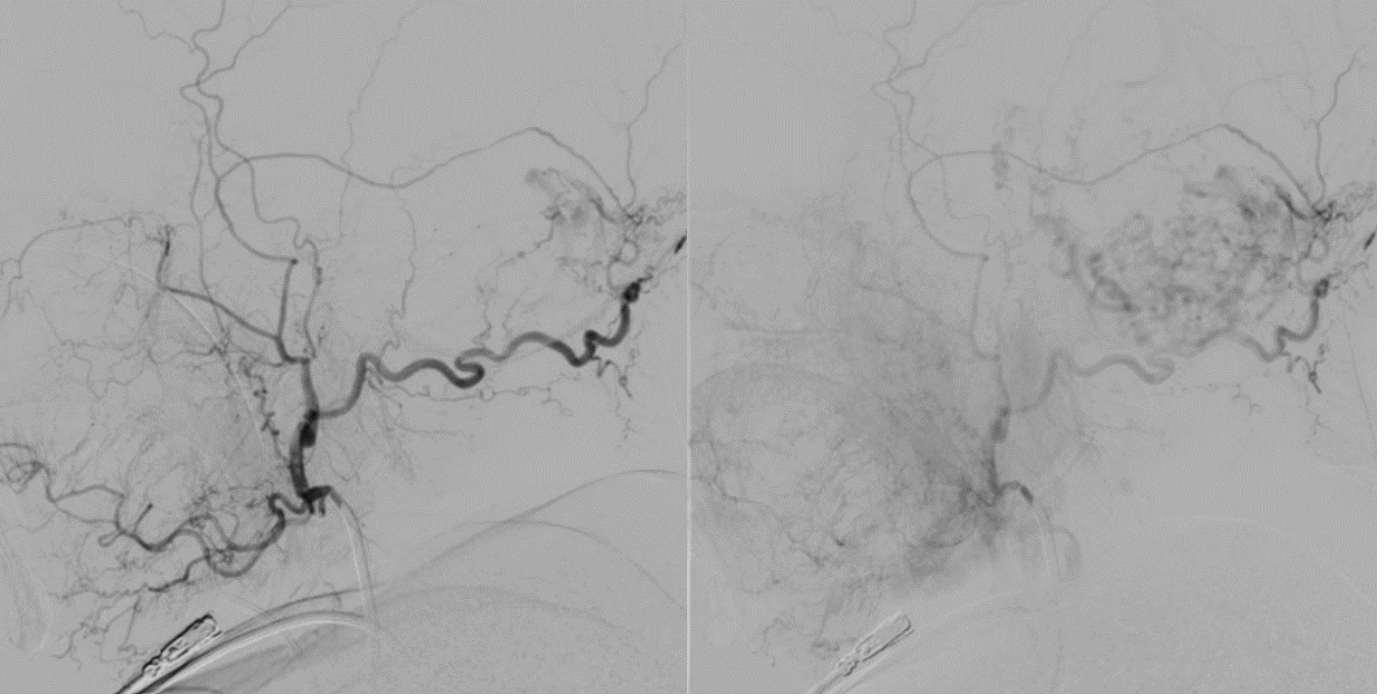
Sol a.carotis communis arteriyografisi (lateral projeksiyon), a. carotis externanın dalları olan sol a.occipitalis'le beraber a.meningea media'nın dural arteriyovenöz fistülü beslediğinin görüntüsü.
